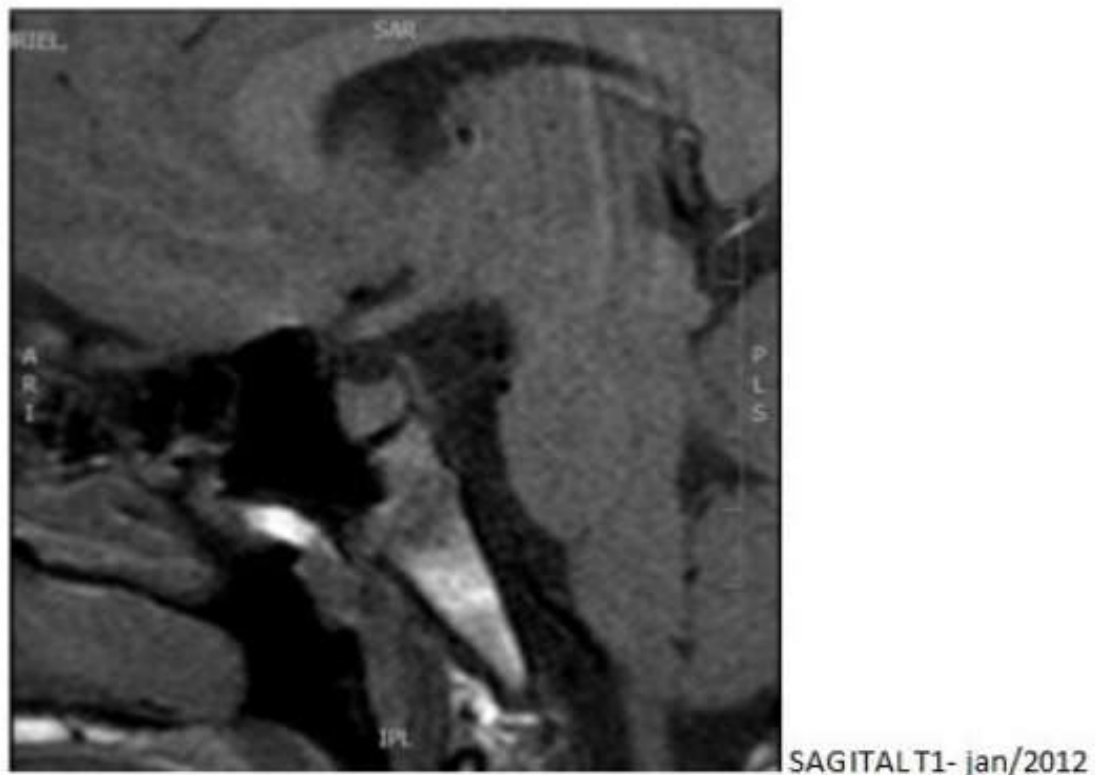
Nova ressonância magnética de sela túrcica após tratamento adequado de hipotireoidismo com desaparecimento da lesão
